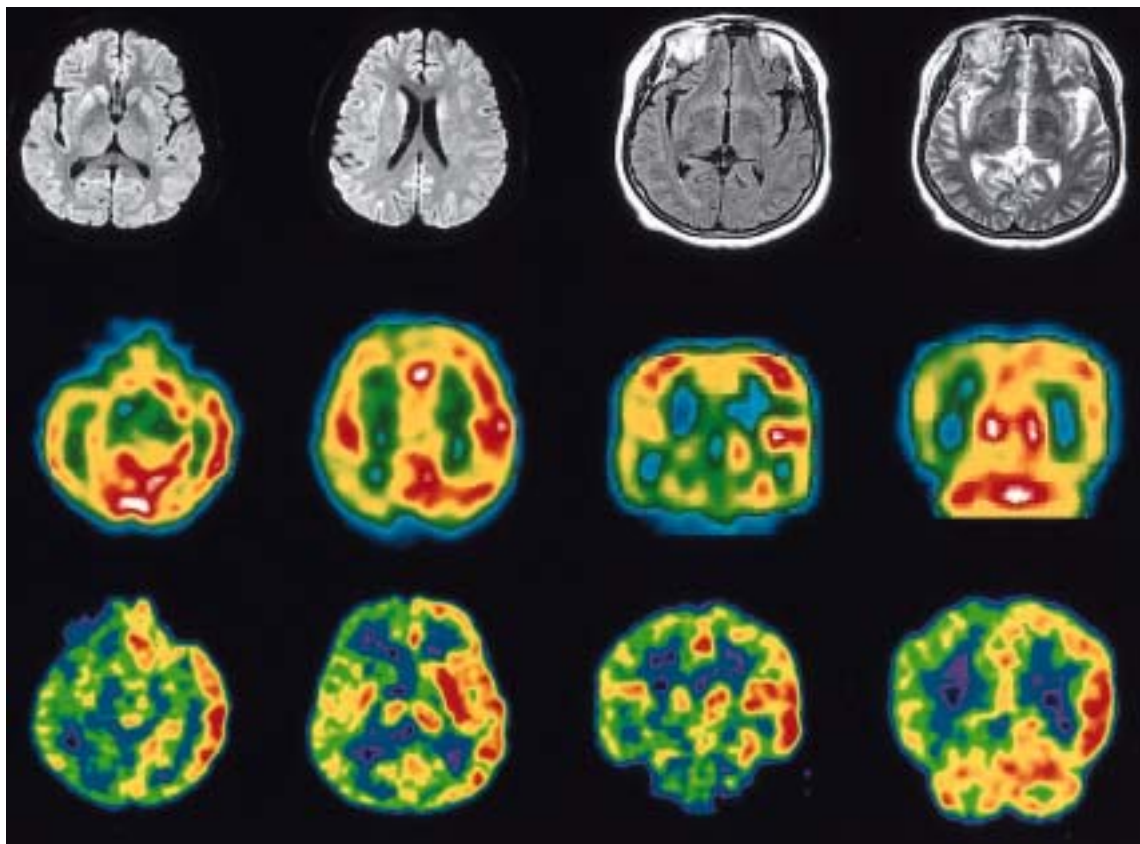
MRIs, SPECT and PET of the patient. Increased signals of right cerebral cortical layer & caudate nucleus are disclosed on DWI, but there is not definite abnormal signal intensity on FLAIR & T2WI. Prominent decreased blood perfusion on right hemisphere including caudate nucleus is noted in ECD-SPECT. Uniformly decreased glucose uptake in the right entire cerebral hemisphere including basal ganglia and thalamus is prominent in FDG-PET.
